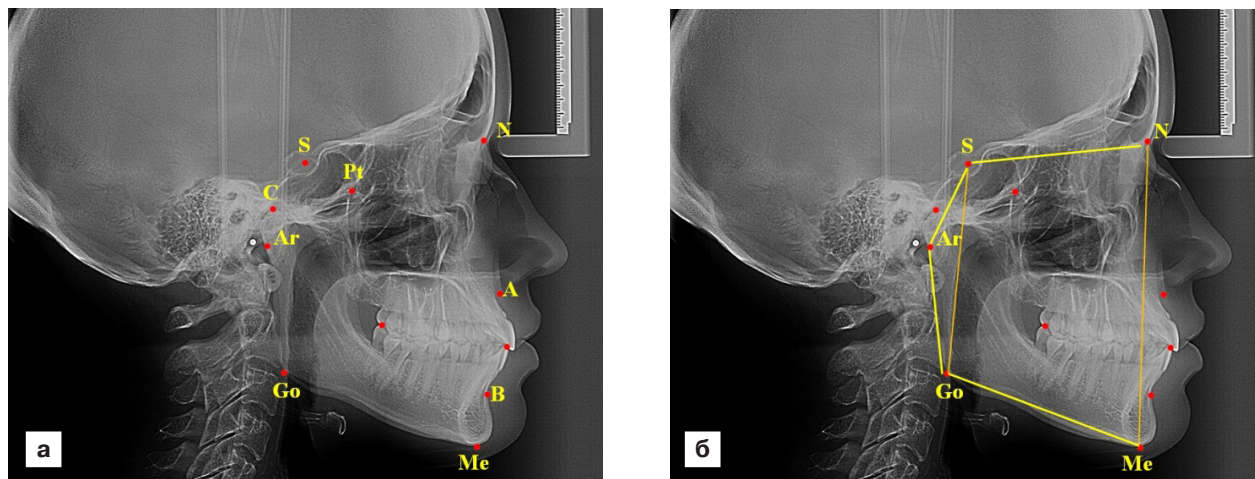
Телерентгенограмма пациента с расположением основных точек (а) и параметров (б) для определения типа роста челюстей
